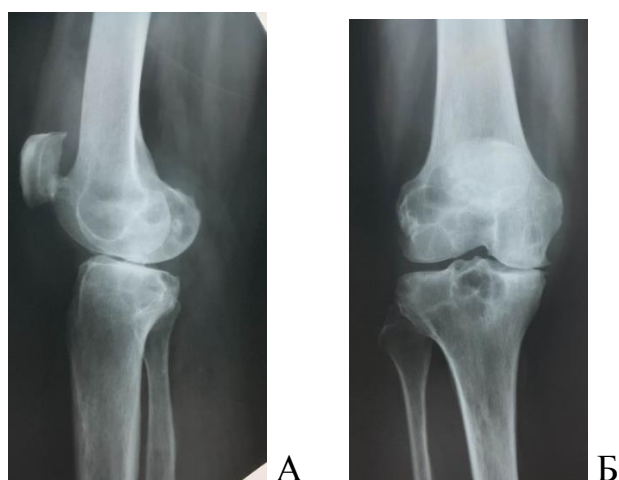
Рентгенограма. Пацієнтка П., історія хвороби № 561739, 1963р.н. з ДПВНС правого КС, III стадія.
